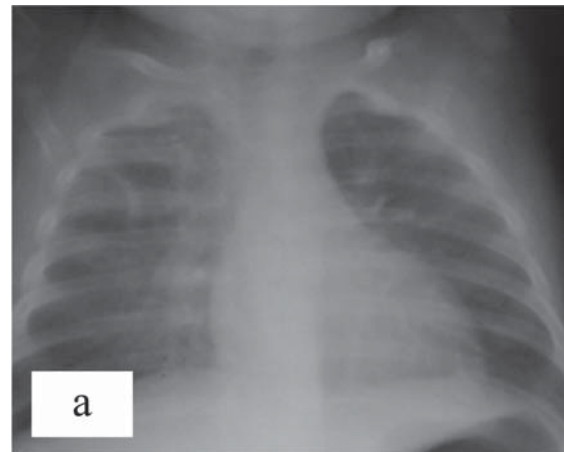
Рентгенографія органів грудної клітки у пацієнта №2 у динаміці: а (20.11.2018) — явища бронхообструкції з посиленим легневим малюнком, більше справа; б (21.11.2018) — правобічна верхньодольова пневмонія; в (8.12.2018) — двобічна пневмонія
